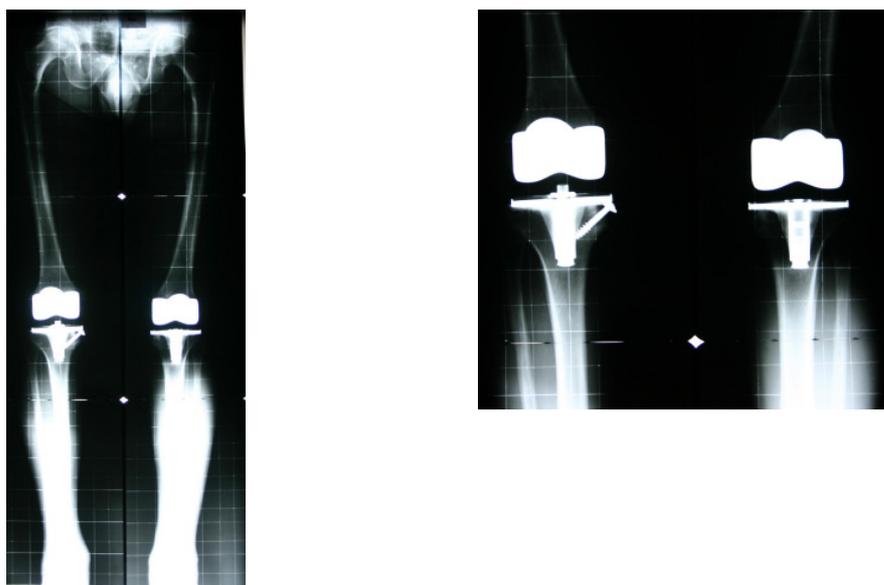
Röntgen Beinachse beidseits und Kniegelenk a.p. beidseits, postoperativ
